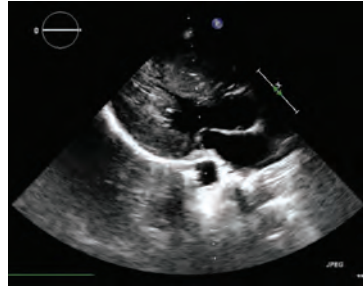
Patient's echocardiography. Long axis view shows excessively thickened septum and posterior wall.
